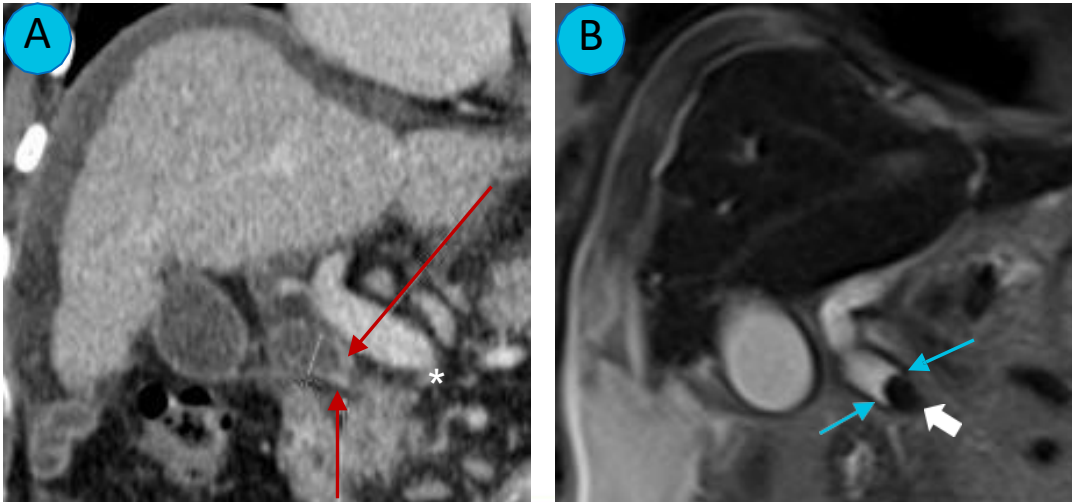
(A) TC en fase venosa portal: Muestra dilatación del conducto biliar común (asterisco) y realce mural distal sugestivo de CCA (flechas rojas).
